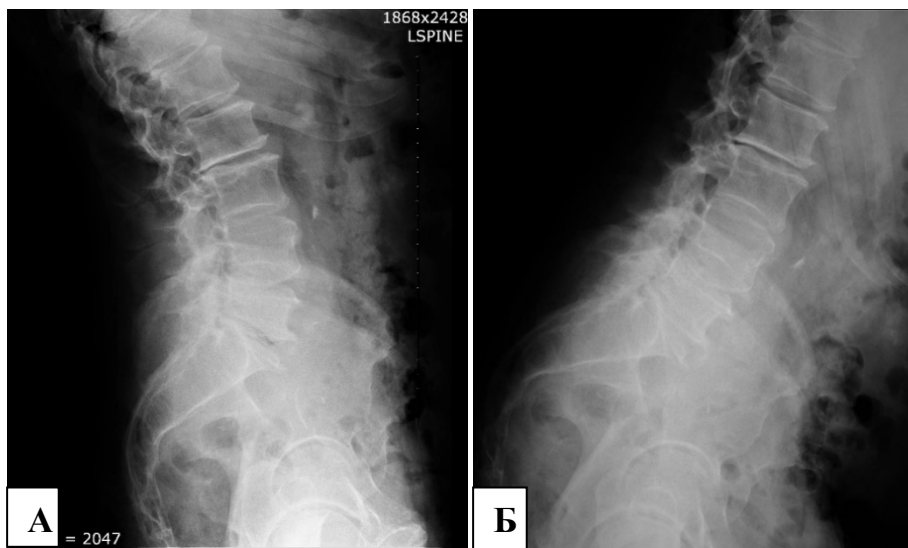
Функциональные рентгенограммы поясничного отдела позвоночника пациента С., 70 лет (I КММ): разгибание (А) и сгибание (Б) с признаками выраженных дегенеративных изменений без нарушения стабильности позвоночно-двигательных сегментов
